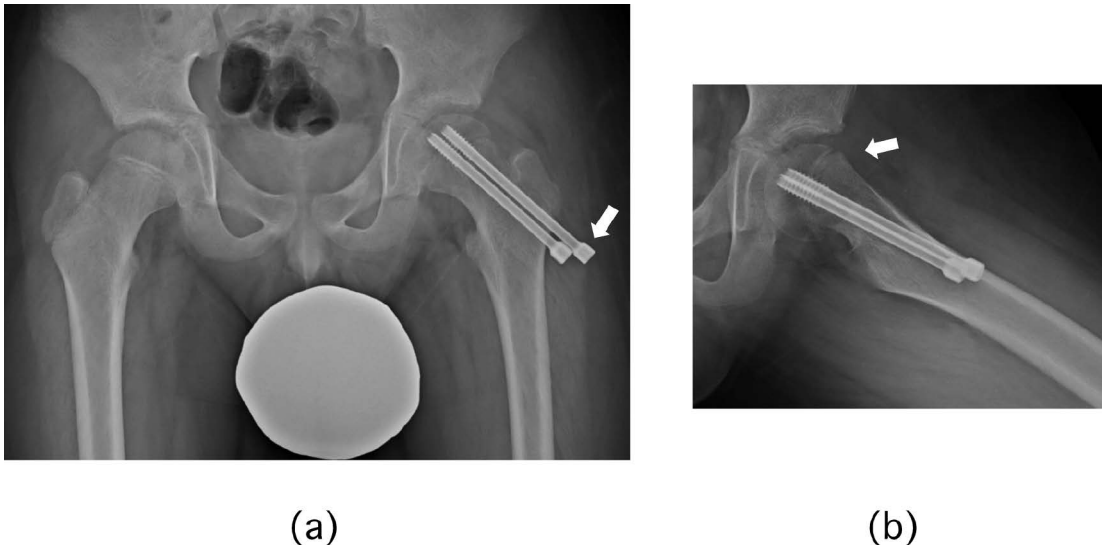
症例1 術後単純X線像 (a): 正面像 (b): 側面像
